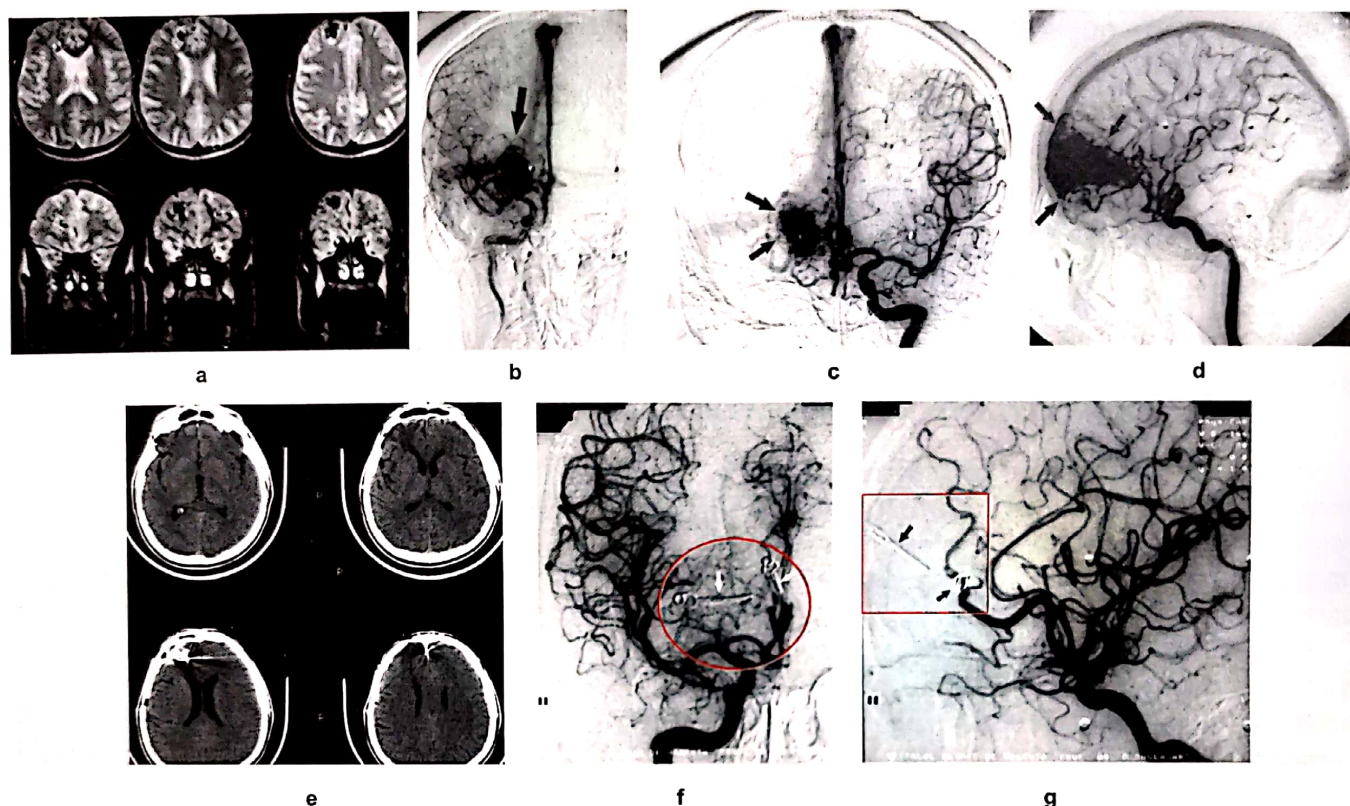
Bărbat, 43 de ani, prezintă crize „grand mal” de 8 ani devenite rezistente la tratament. IRM (a) relevă MAV frontală dreaptă gradul II Martin-Spetzler. Angiografia carotidiană bilaterală față și profil (b,c,d), relevă leziunea frontală injectată din artera frontopolară dreaptă și grupul frontal extern drept, cu nidus de 3,5 cm și drenaj venos în sinusul sagital superior prin 4 vene corticale. Injectarea se face și din artera carotidiană internă stângă prin artera comunicantă anterioară. Este operat, examenul CT postoperator (e) și angiografia de control (f, g) relevă absența malformației. Nu prezintă deficite focale postoperator, are minim sindrom frontal și este în tratament cu doza minimă de carbamazepină de 600 mg/zi.
